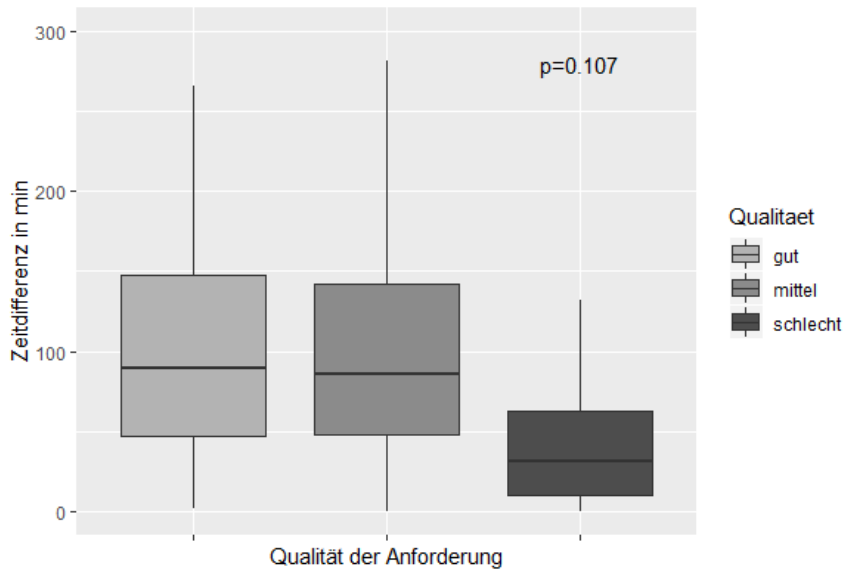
Zeit von der CT-Anforderung bis zur CT-Durchführung in Bezug auf die Qualität der Anforderung
